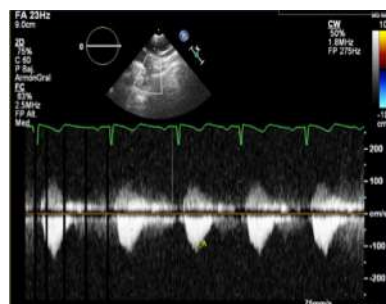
DOPPLER CONTINUO EN AORTA DESCENDENTE: FLUJO PULSÁTIL CON ESPECTRO HACIA ABAJO, PUES SE ALEJA DE LA SONDA
